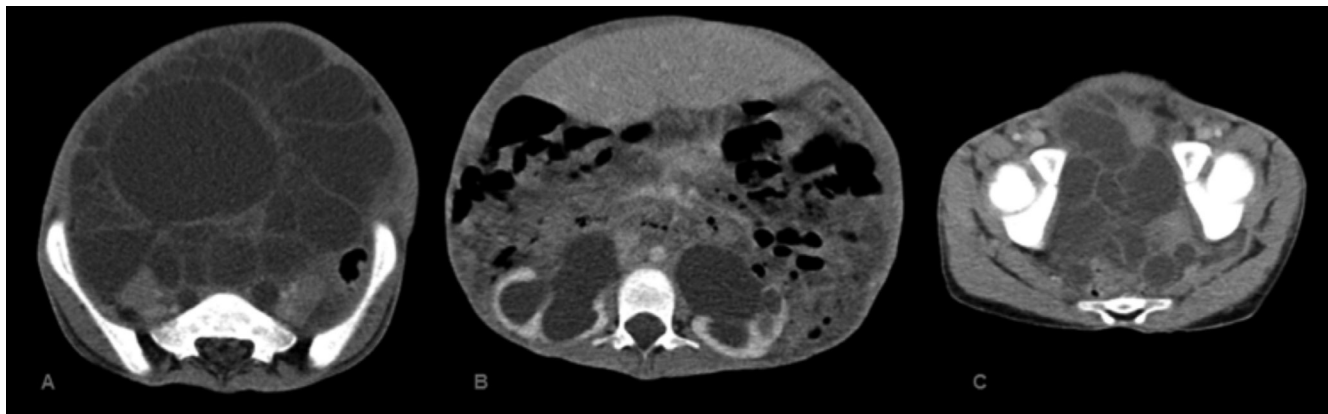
• Cortes axiais de tomografia computadorizada após administração de contraste endovenoso mostram formação multi-quística sem porções sólidas valorizáveis que ocupa grande parte do abdômen e pelve (A e C). Observa-se hidronefrose bilateralmente (B).
